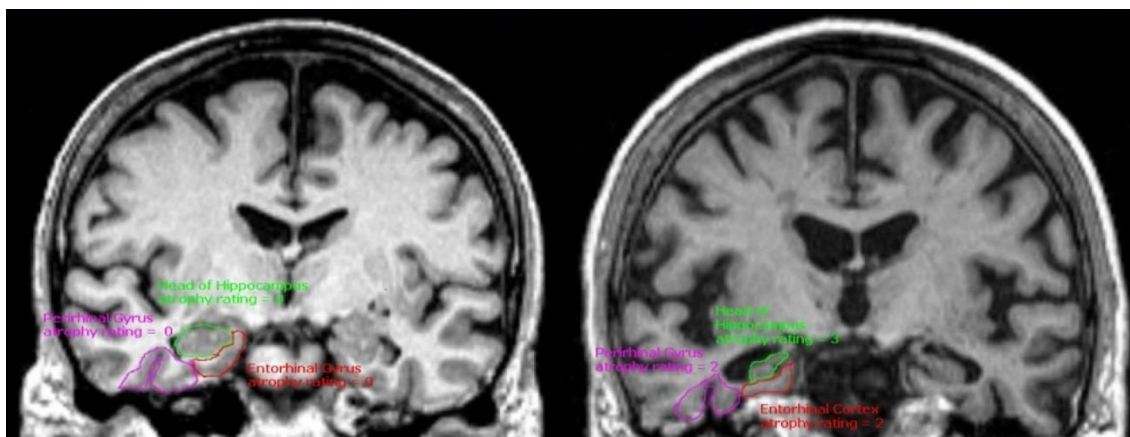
Comparação entre imagens coronais de RM entre controlo e demências que fazem diagnóstico diferencial com DA. Obtido de 59
